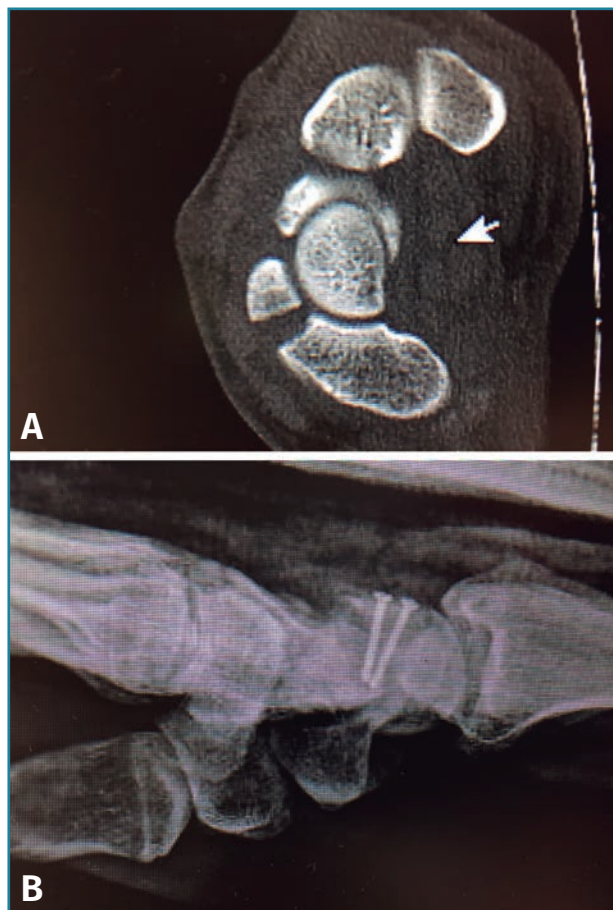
Tomografía computarizada donde se evidencia fragmento pequeño y síntesis con 2 microtornillos.
